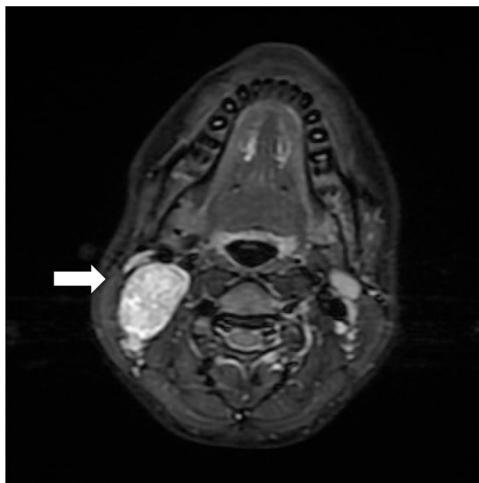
RM cervical: imagen STIR que muestra lesión hiperintensa, con pequeño punteado de más baja señal en su interior, que es independiente de la arteria carótida y la vena yugular interna.
